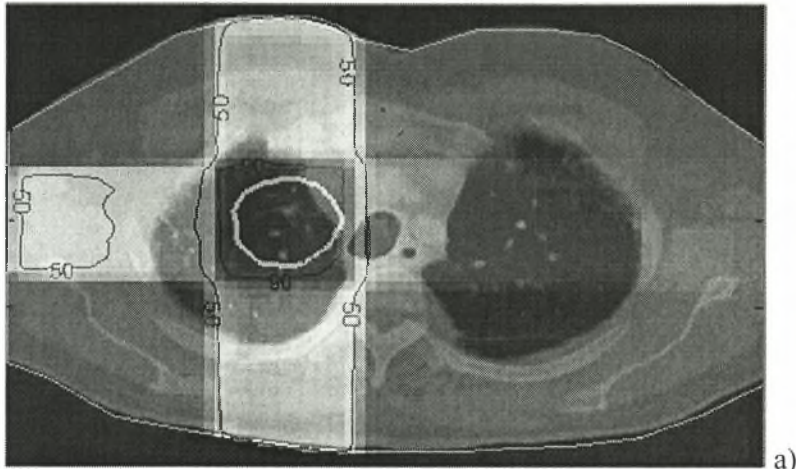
Αντίθετα πεδία 7x7 cm<sup>2</sup> ενέργειας 6 MV (a), ενέργειας 20 MV (b) στο CT ανακατασκευασμένο ομοίωμα
